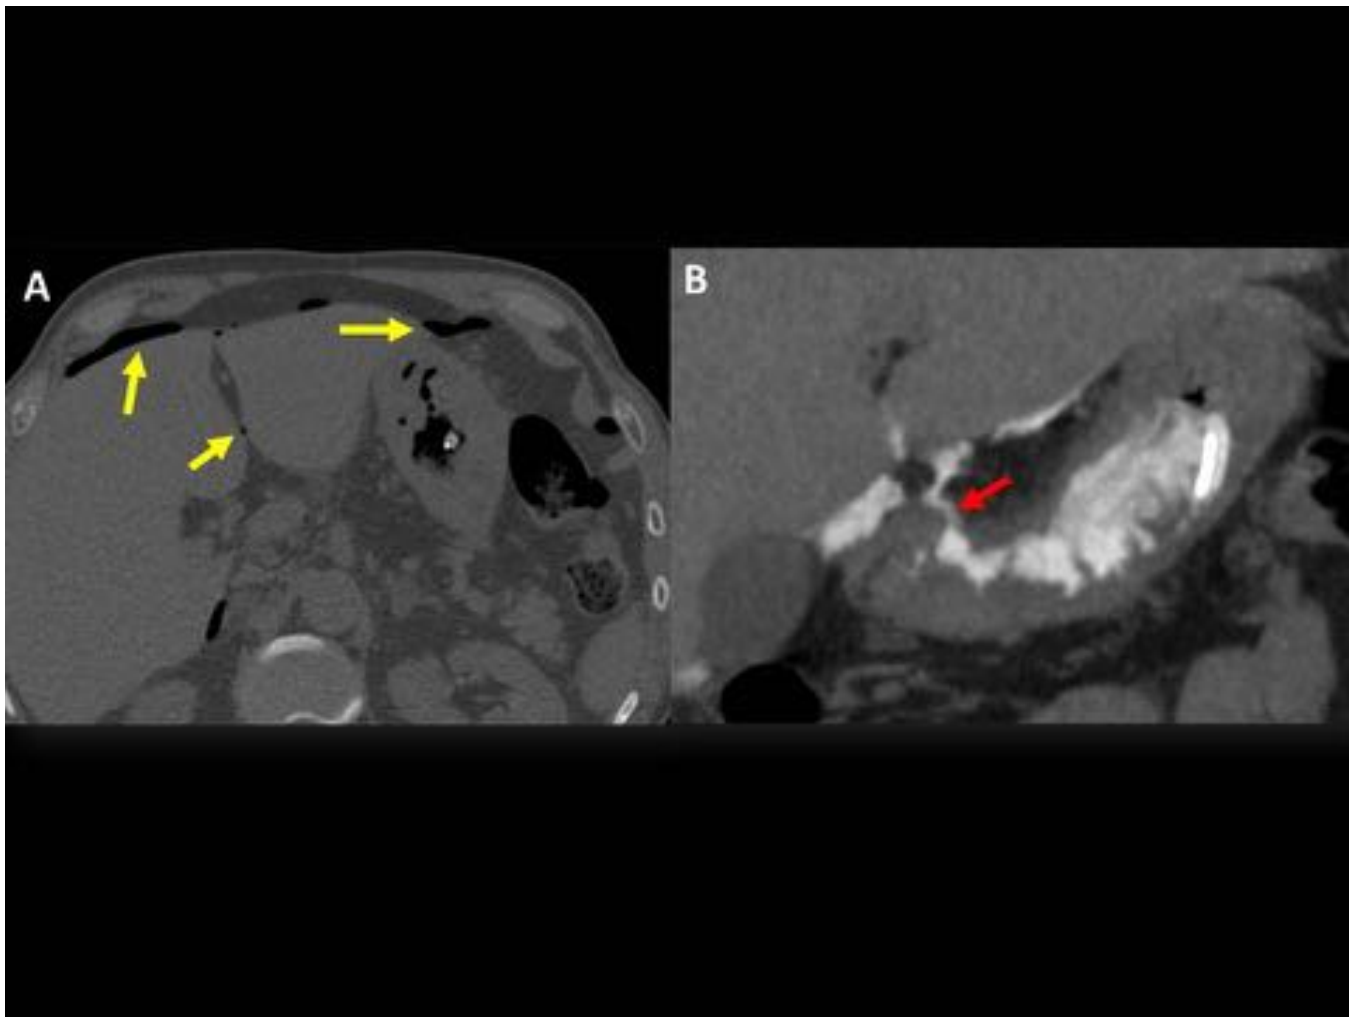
Paciente de 62 años que acude a UCIAS por sospecha de perforación de víscera hueca. TCMD en axial sin contraste (A) en el que se evidencia neumoperitoneo a nivel perihepático supramesocólico y burbujas aéreas en el trayecto del ligamento falciforme (flechas amarillas). TC coronal con contraste vía oral (B) con solución de continuidad mural a nivel de la incisura angularis del antro gástrico con fuga de contraste oral (flecha roja), en relación con úlcus gástrico perforado.
